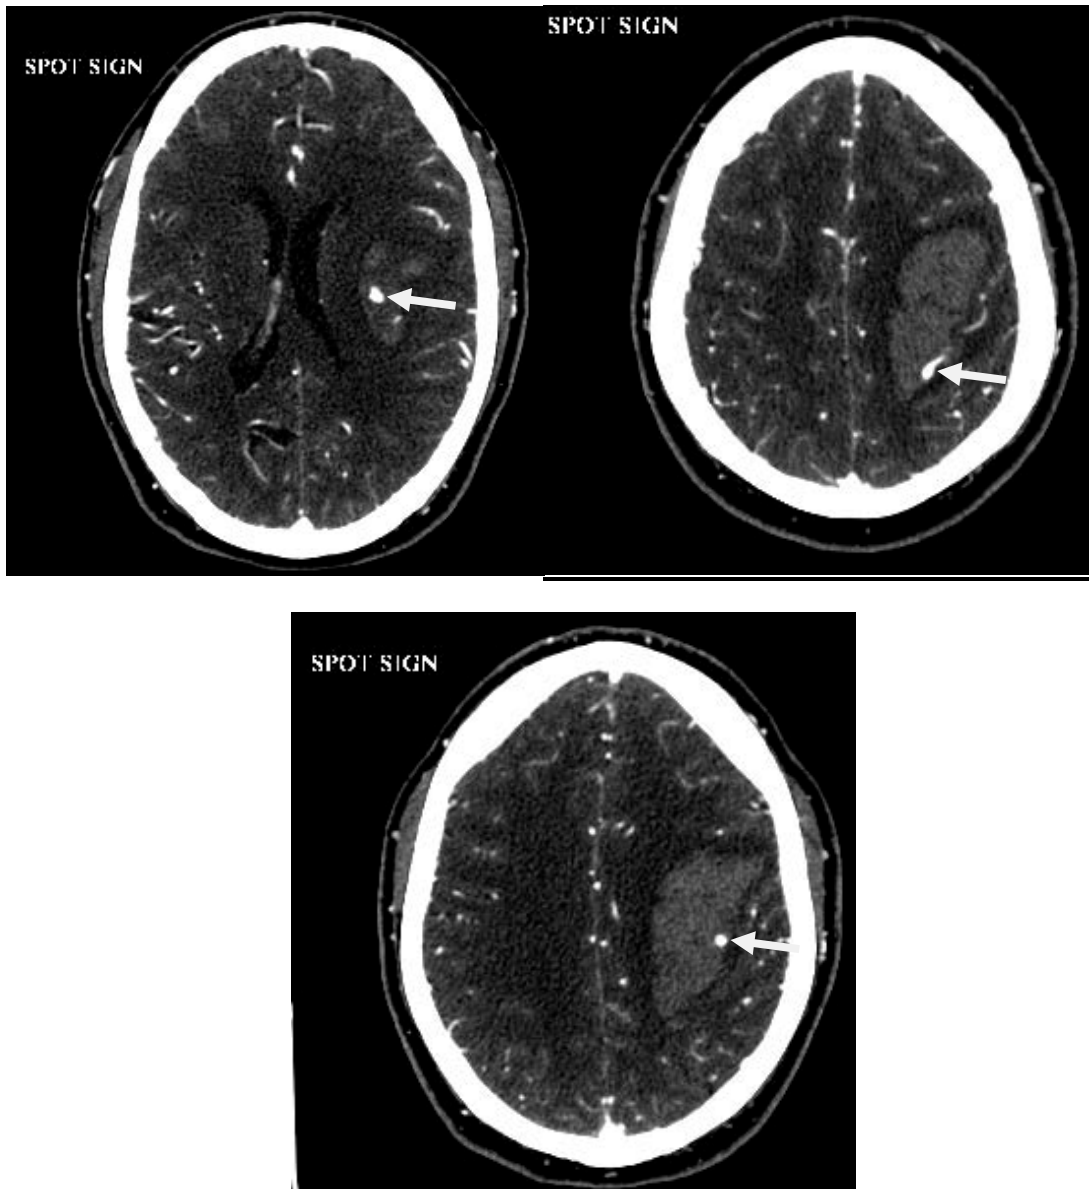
Angio-TC de polígono Willis. Múltiples focos de extravasación activa de contraste (spot sign) en relación a sangrado activo (flechas). Spot sign score = 4. Numero de spot > 3, UH del spot > 180 y tamaño spot > 5 mm.
